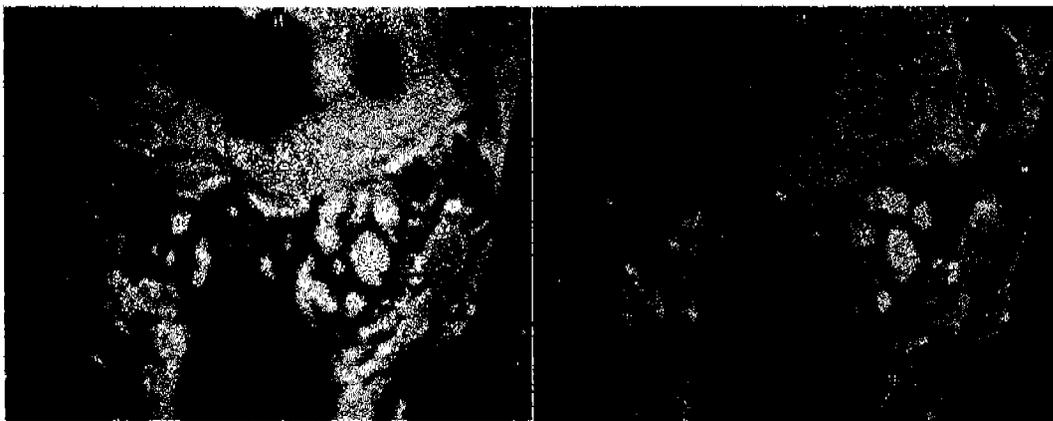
Resonancia magnética. Imágenes en T2, mostrando ambas vesículas seminales sin alteraciones aparentes (flecha) y sin evidencia del quiste.
